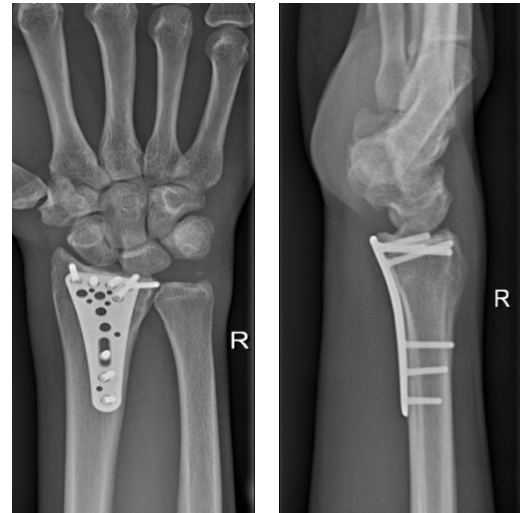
Röntgen a.p. und seitlich 3 Mo. p.o.
